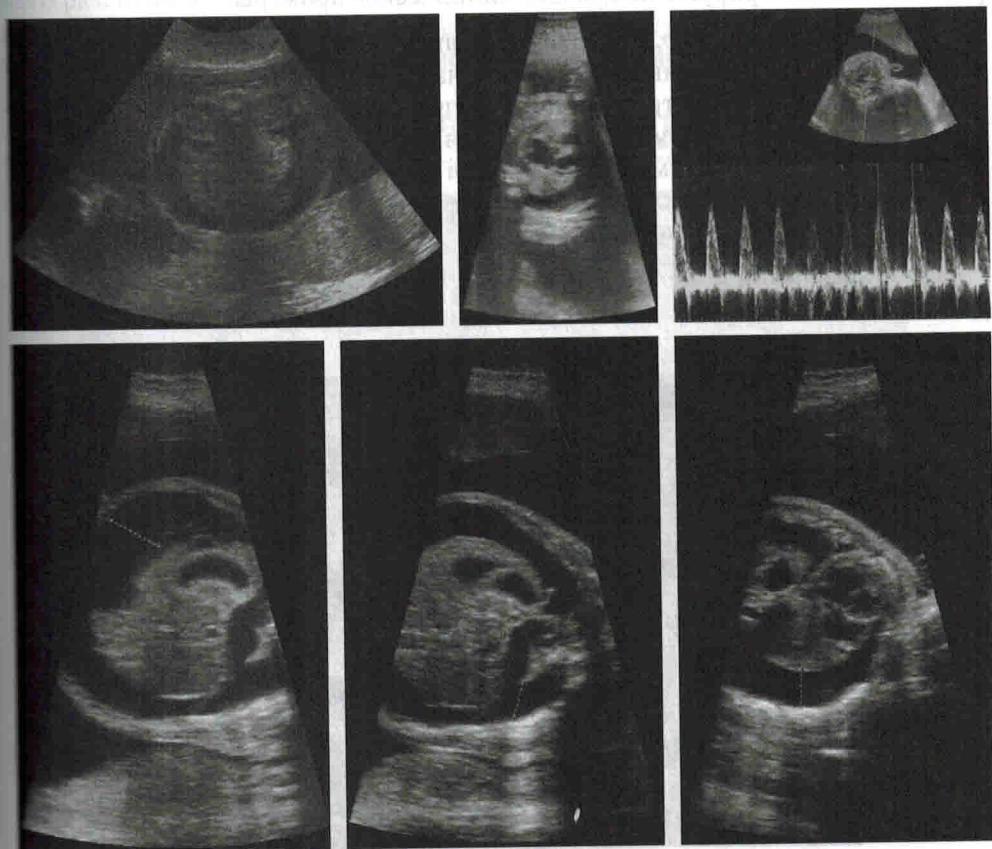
УЗИ плода беременной Н., 27–28 нед. гестации
